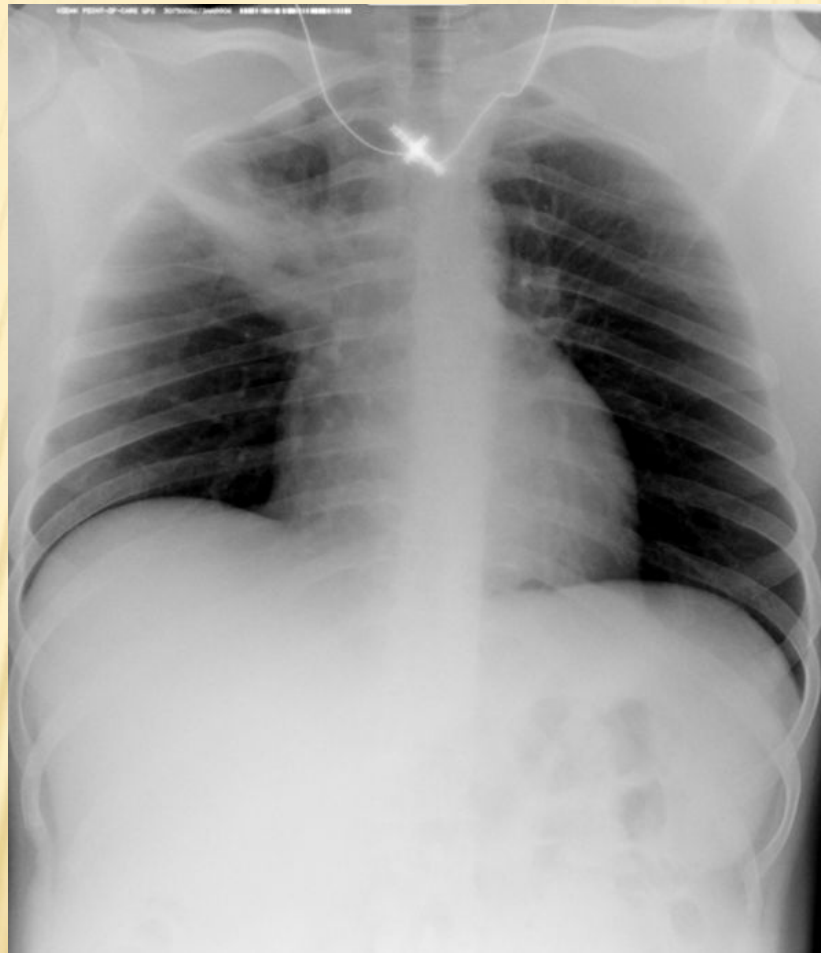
Повторная обзорная рентгенограмма грудной клетки
